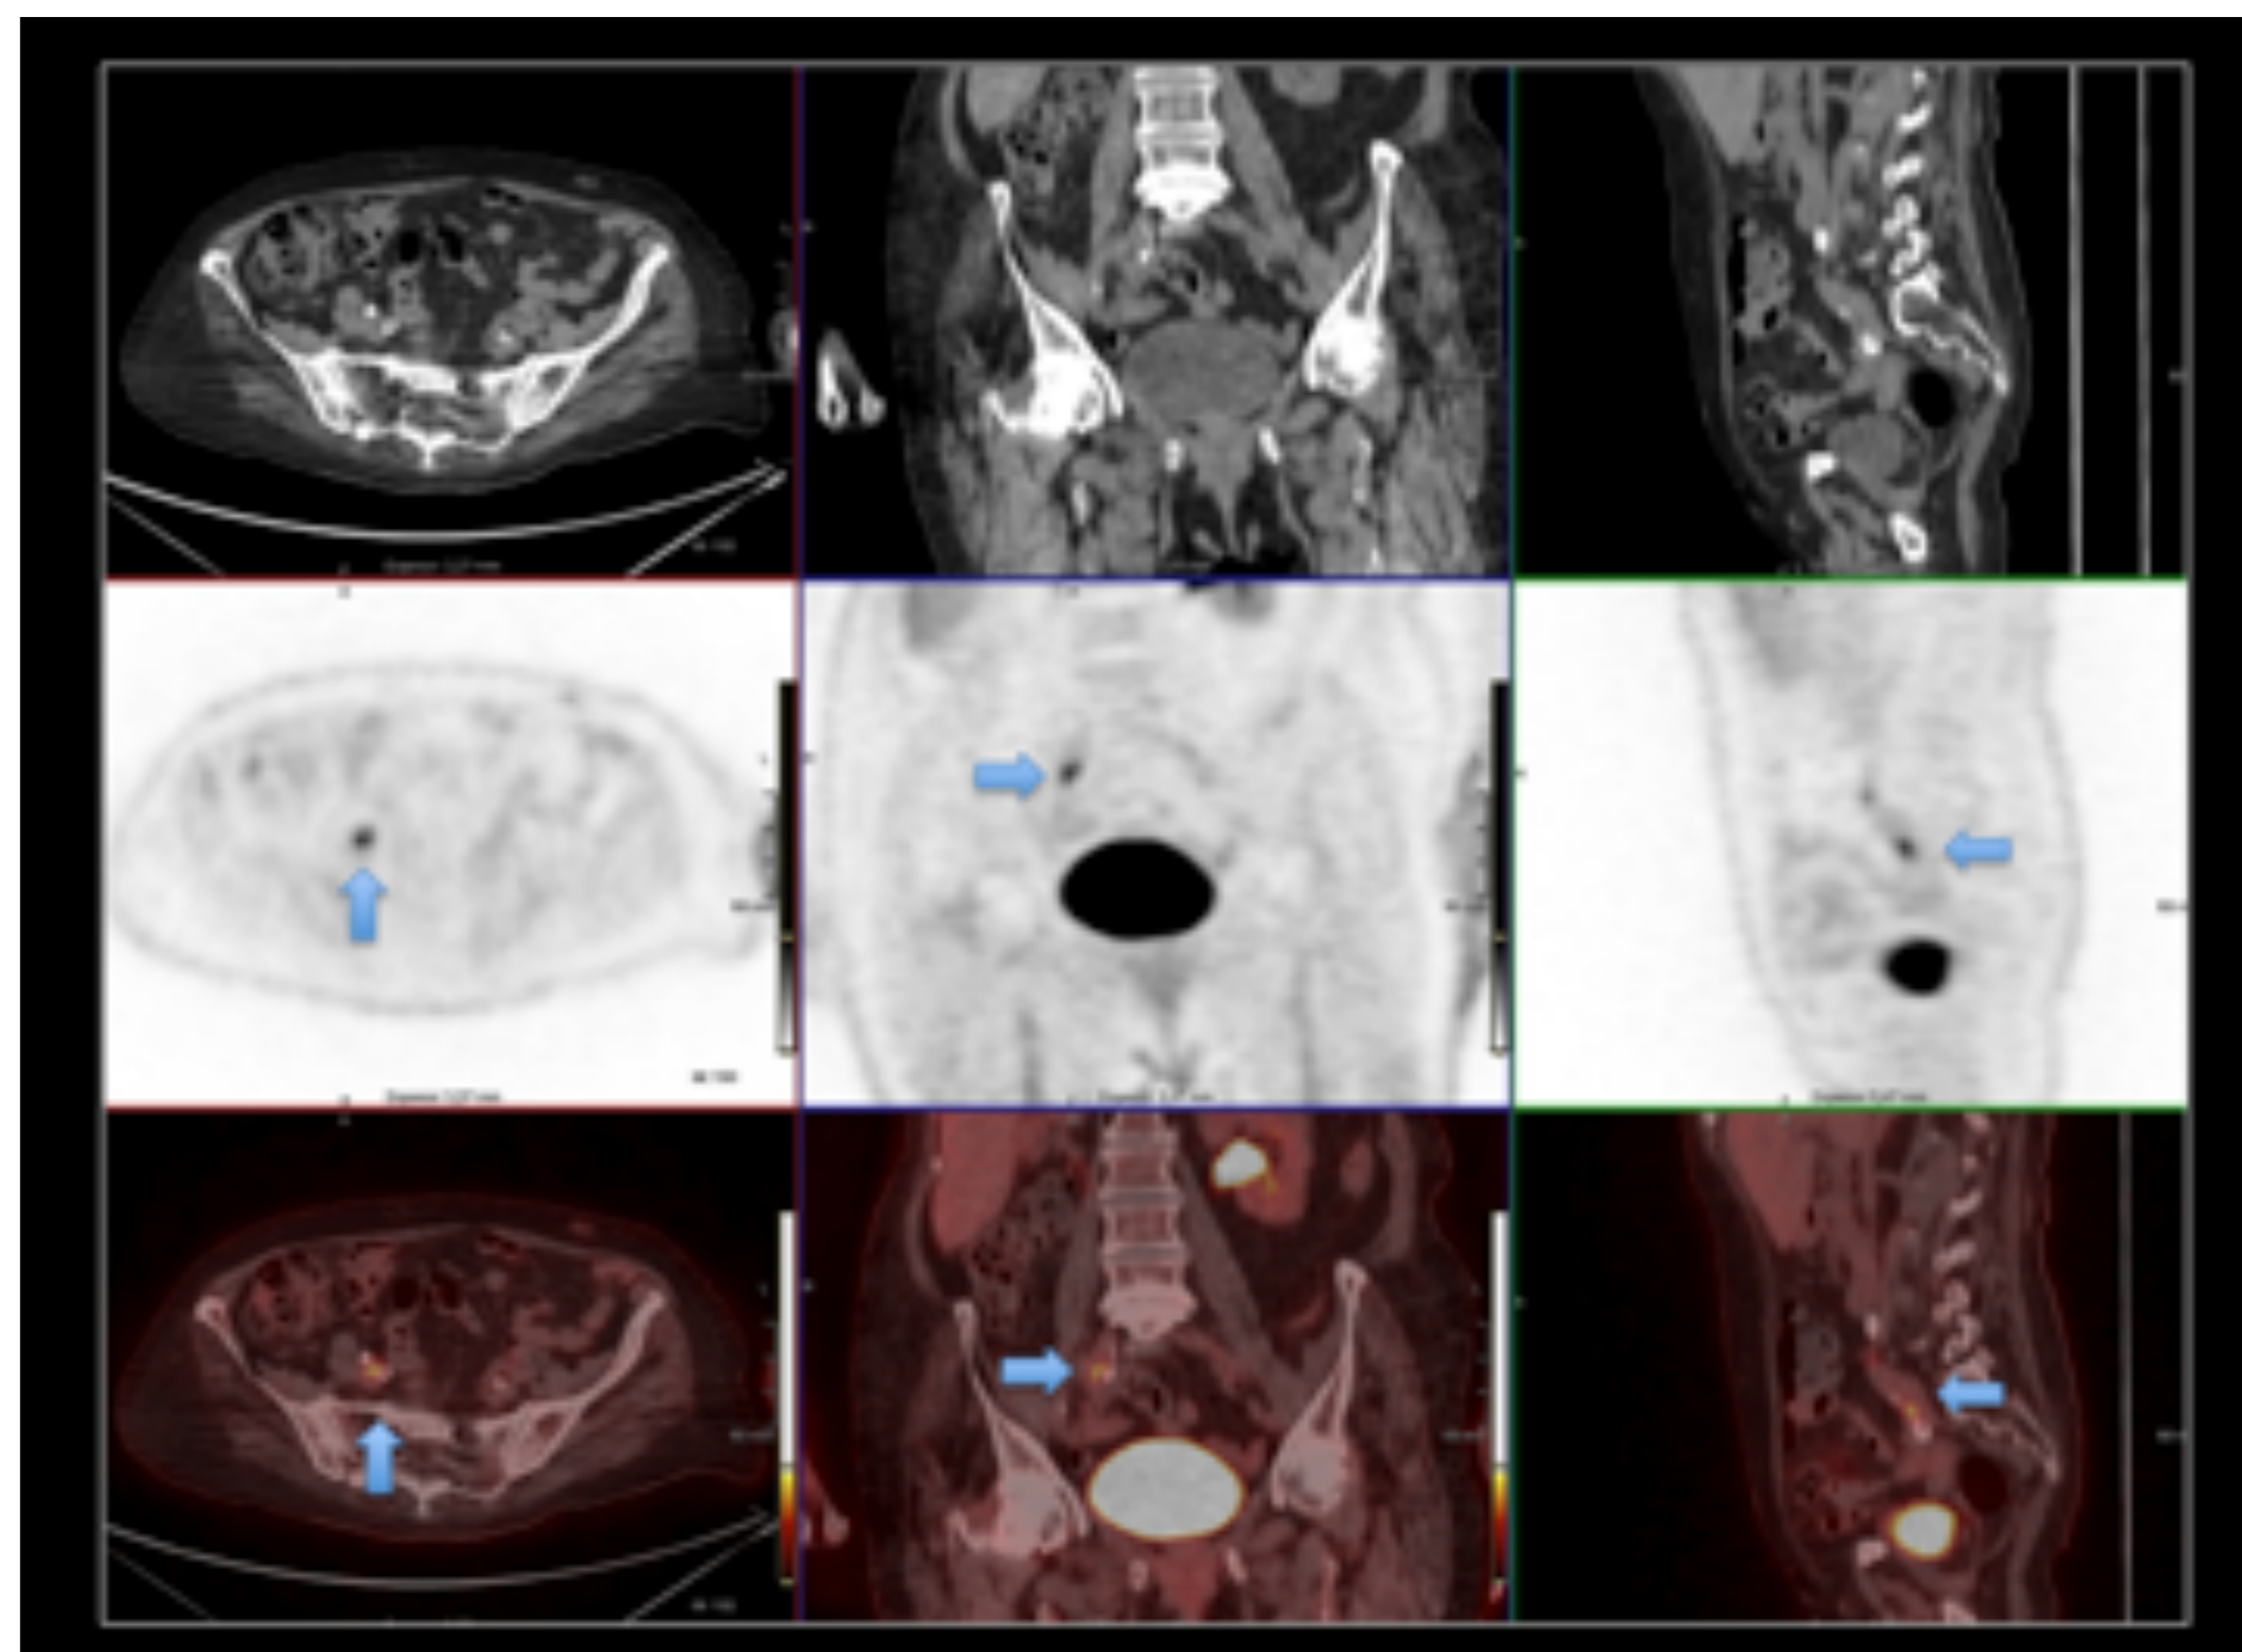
PET-TC. Émbolo infeccioso. Aumento de captación de ^{18}F -FDG en la arteria ilíaca externa derecha (flechas azules). Hospital Universitario Central de Asturias.
